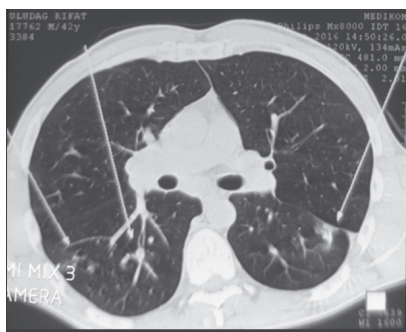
КТ легень до лікування ТБ
